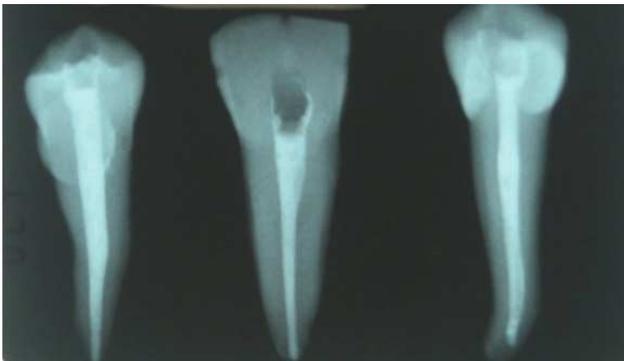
Radiografía control obturación radicular, obtenida al finalizar tratamiento endodóntico.
